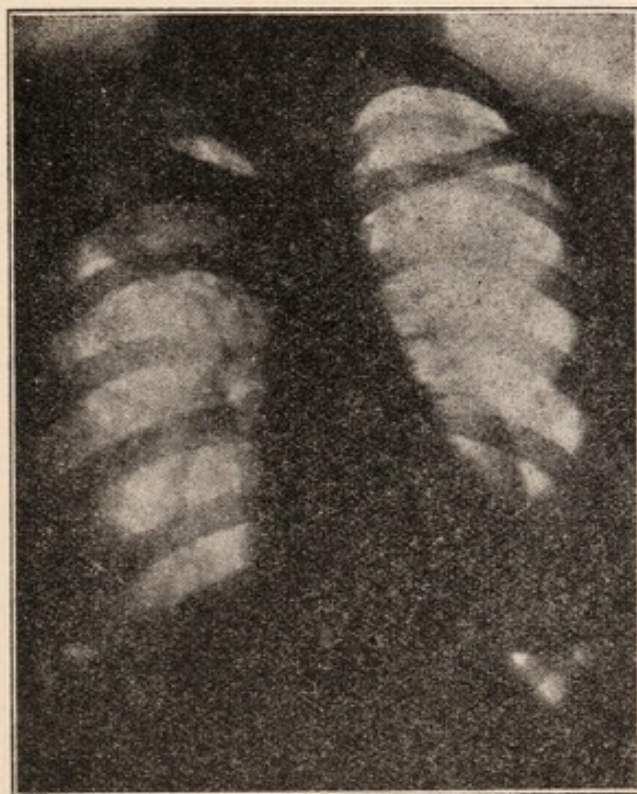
Radiografia anteriore (DV) del caso 4°, in terzo periodo di cura, prima della produzione del secondo Pneumotorace (destro); persiste il Pneumotorace sinistro ancora discretamente voluminoso. Caverna dell'apice destro; lesioni a focolai disseminati dello stesso polmone
